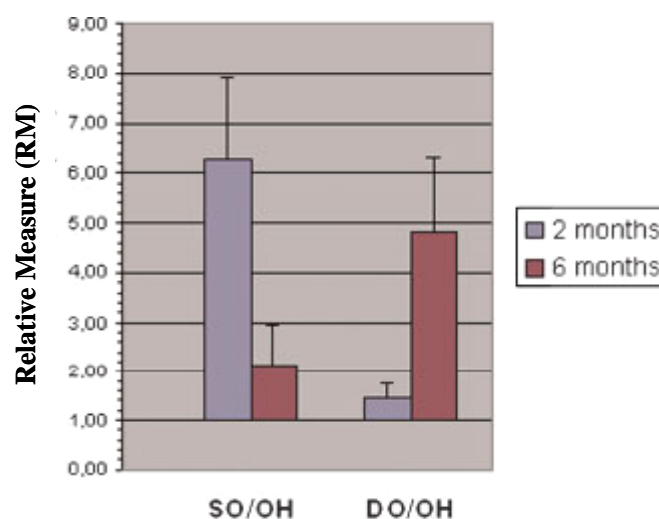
Transfert inter-main chez les enfants de 2 et 6 mois. Moyenne des mesures relatives (RM = Temps de tenue des 2 essais de la phase test / Temps de tenue des 2 derniers essais de l'habituation) et erreur standard en fonction de l'âge des enfants (2 mois vs. 6 mois) et de la nature de l'objet (Familier (SO/OH) vs. Nouveau (DO/OH)). Figure adaptée de Streri, Lemoine et Devouche (2008)*
